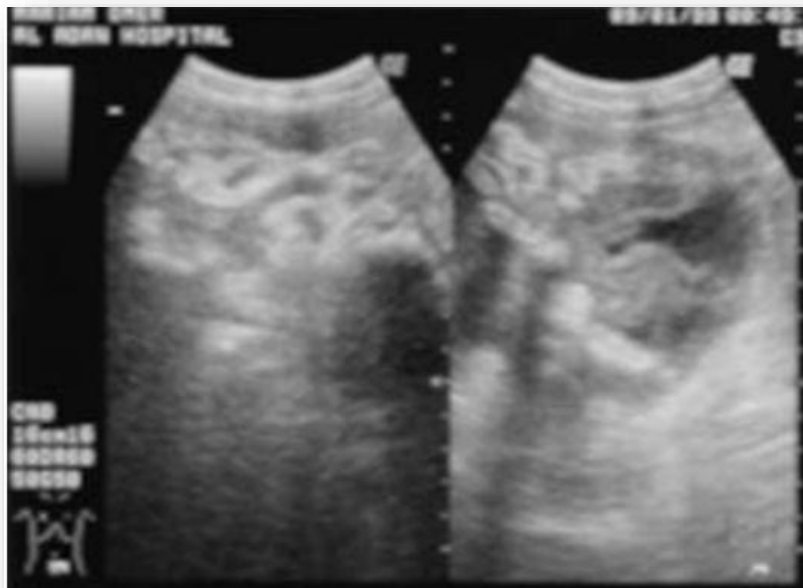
Líquido ascítico libre o tabicado en ecografía*
